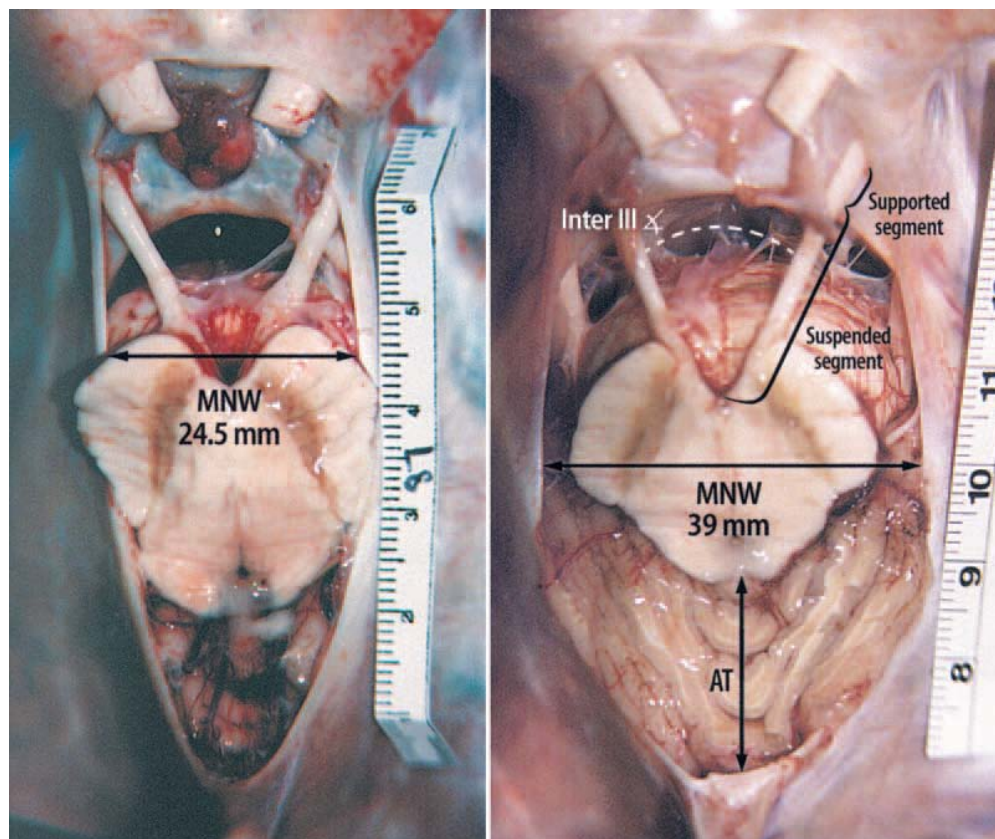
Photographies anatomiques. A gauche: une encoche tentorielle étroite avec un degré élevé de contiguïté entre TC et le bord libre tentoriel. A droite: encoche tentorielle large avec un espace périmesencéphalique large entre le TC et le bord libre tentoriel [52].
